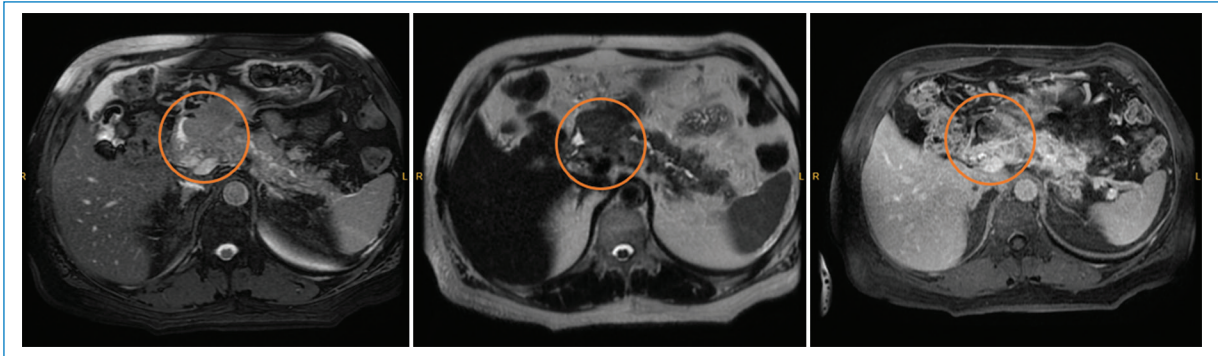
Cortes axiales en secuencia 2D fiesta, T2, T2 fatsat de RM nuclear de abdomen donde se observa formación localizada en cabeza de páncreas (demarcada con círculos rojos), la cual ocasiona dilatación del conducto pancreático principal.
